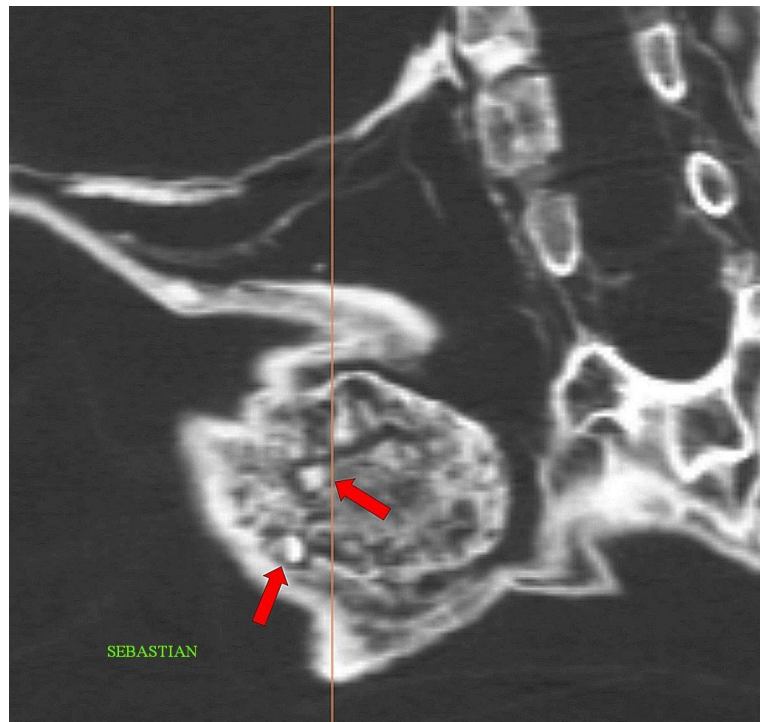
Corte coronal 2D por tomografía computarizada (TC) del abdomen en 'Sebastian' que muestra semillas (flechas rojas) dentro de coprolitos.
